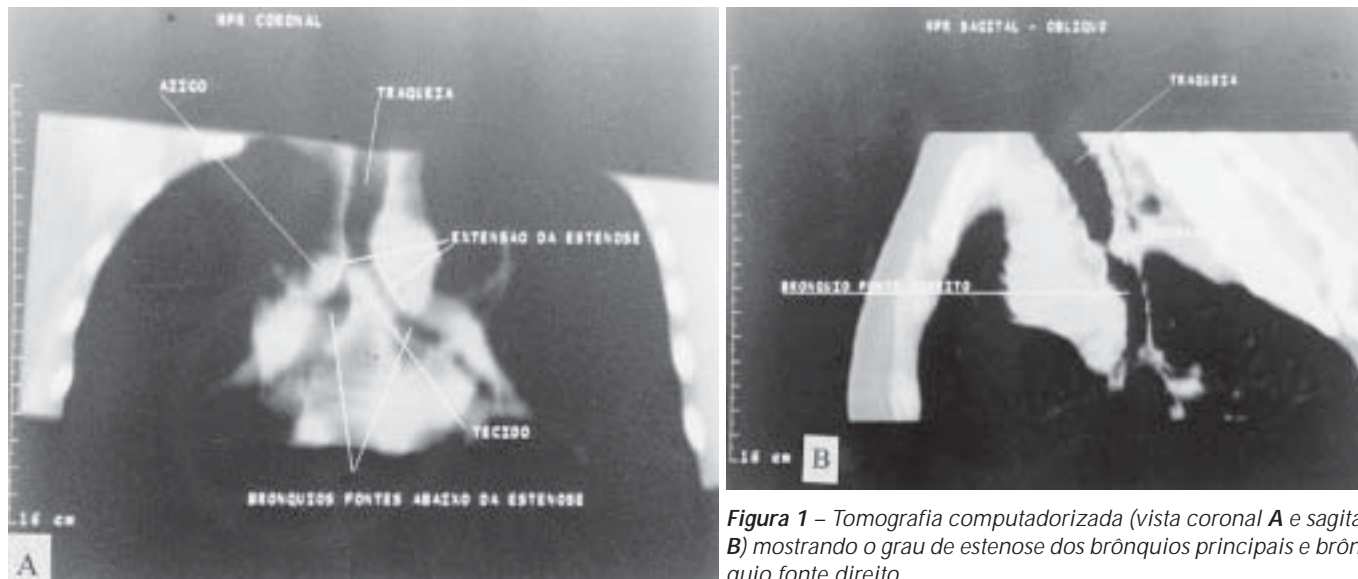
Tomografia computadorizada (vista coronal A e sagital B) mostrando o grau de estenose dos brônquios principais e brônquio fonte direito
